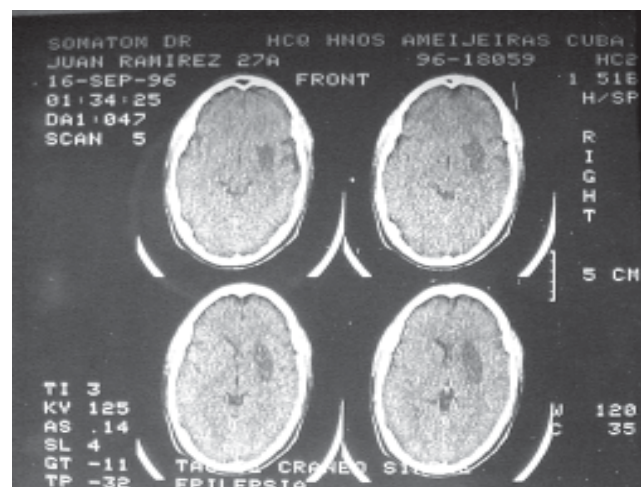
Tomografía axial computarizada. Revela infarto de la arteria cerebral media.
